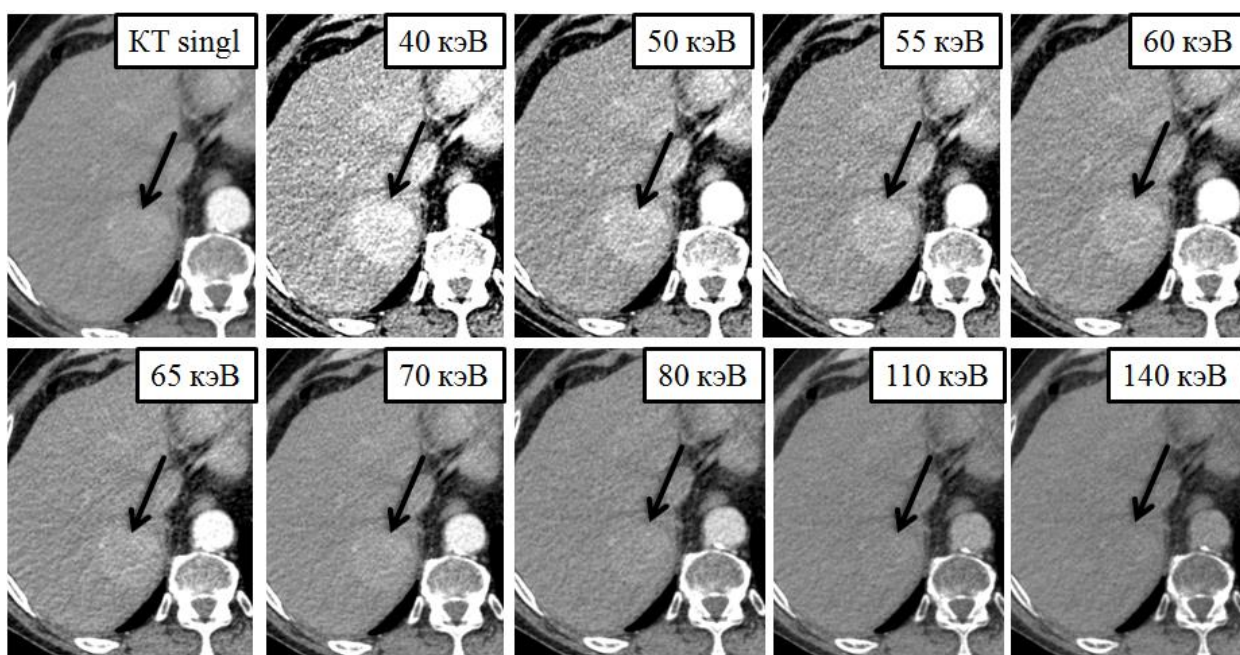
Полихроматическое изображение при традиционной КТ и серия монохроматических изображений на различных энергетических уровнях при ДЭКТ в АФ контрастного усиления у пациента с ГЦР. При энергиях 40-55 кэВ отчетливо видны контуры и границы образования, его гиперденсивность по отношению к окружающей паренхиме печени
